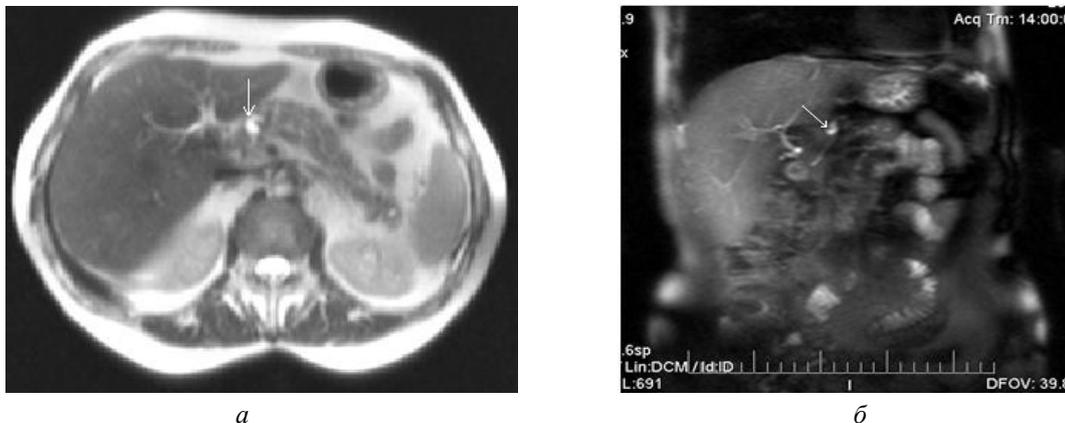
МРТ. Аксиальное T2-ВИ (а) и корональное T2-ВИ (б) с подавлением сигнала от жира. Мелкое интрапаренхиматозное скопление жидкости в головке поджелудочной железы (стрелка)
